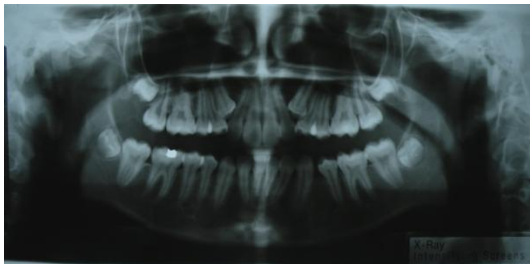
Radiografía Panorámica. Fuente Dra. González.
